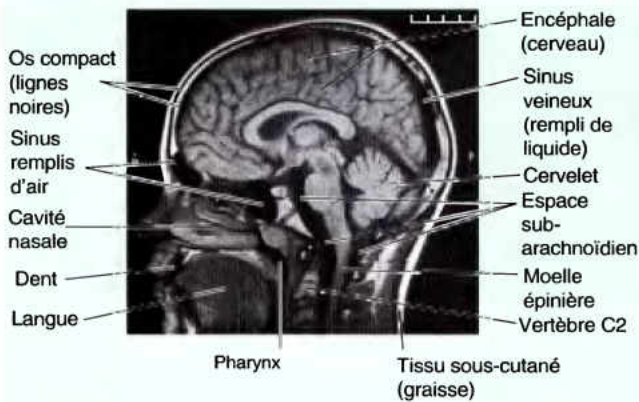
IRM. Coupe médiane dans la tête. De nombreux détails du SNC et des structures des cavités nasale et orale et de la partie supérieure du cou sont visibles dans cette image. Les signaux faibles, noirs, au-dessus des aspects antérieurs et postérieurs de la cavité nasale sont les sinus frontal et sphénoïdal remplis d'air.
